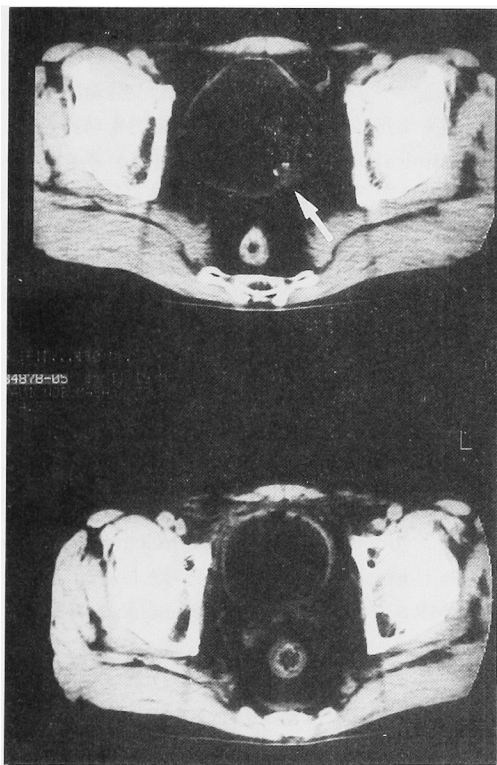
upper: CT scan of case 2 with T2 bladder cancer (arrow).
